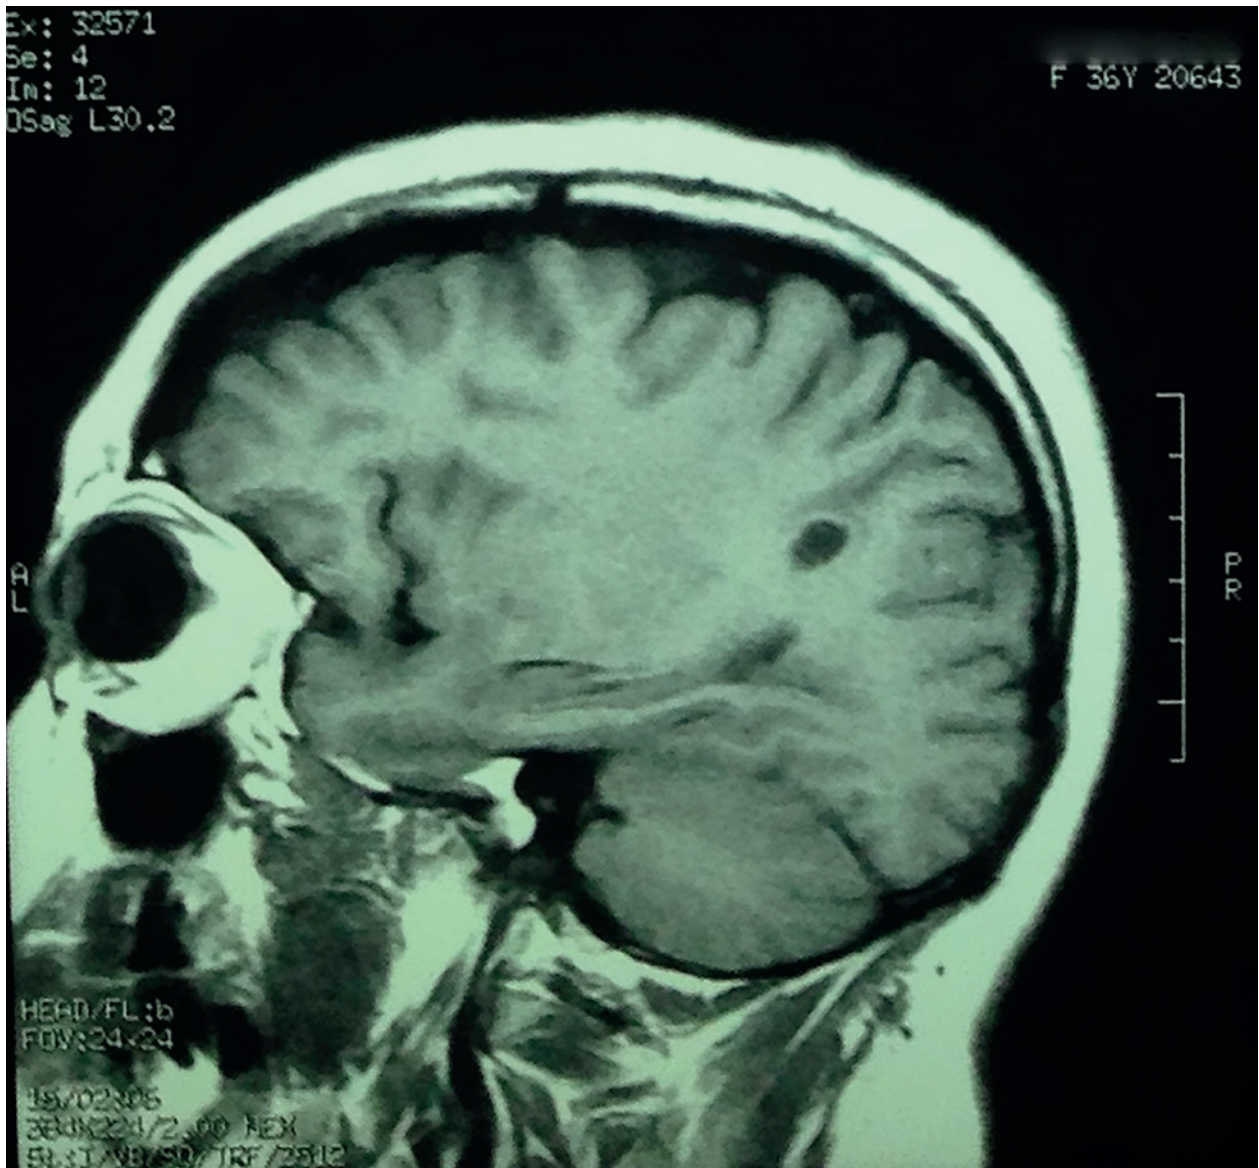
RMN. Secuencia flair, lesión quística de 2 x 1.4 x 0.9 cm que genera edema, localizado en la subcorteza de la tercera circunvolución temporal izquierda.
